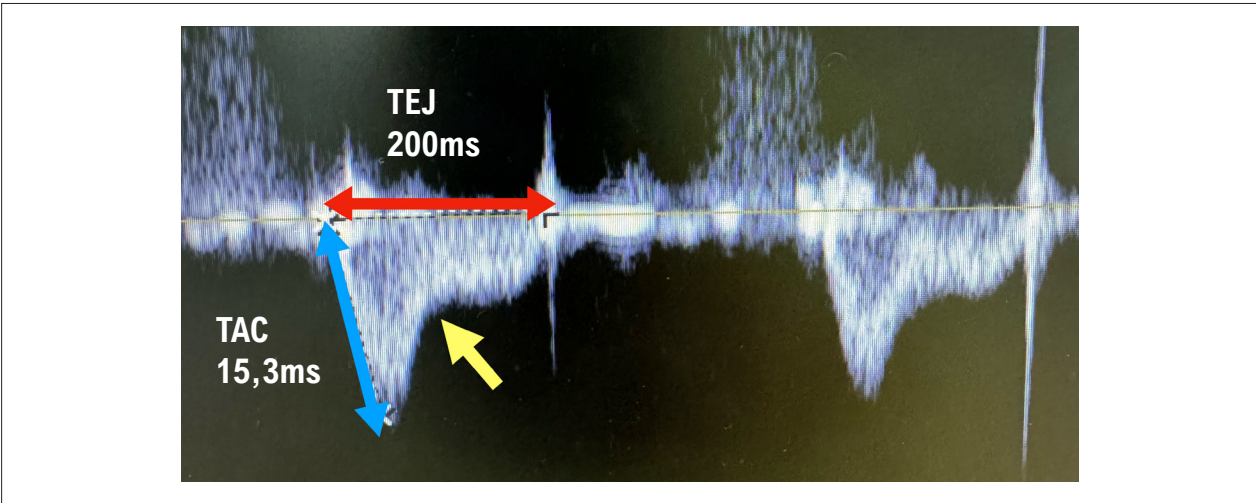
Doppler espectral do fluxo pulmonar em recém-nascido com hipertensão pulmonar. Observe a presença do entalhe mesossistólico (seta amarela). O índice entre o tempo de ejeção (TEJ; seta vermelha) de 200 ms dividido pelo tempo de aceleração (TAC; seta azul) de 15,3 ms foi de 13.
